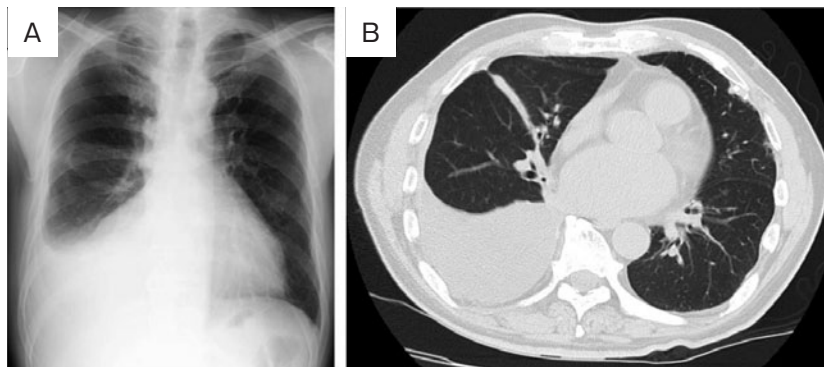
入院時画像所見. (A) 胸部X線写真, 右胸水貯留を認める. (B) 胸部CT. 右胸水貯留を認め, 左胸膜の一部に石灰化を伴う肥厚がみられた. 肺内に活動性病変は認めなかった.
